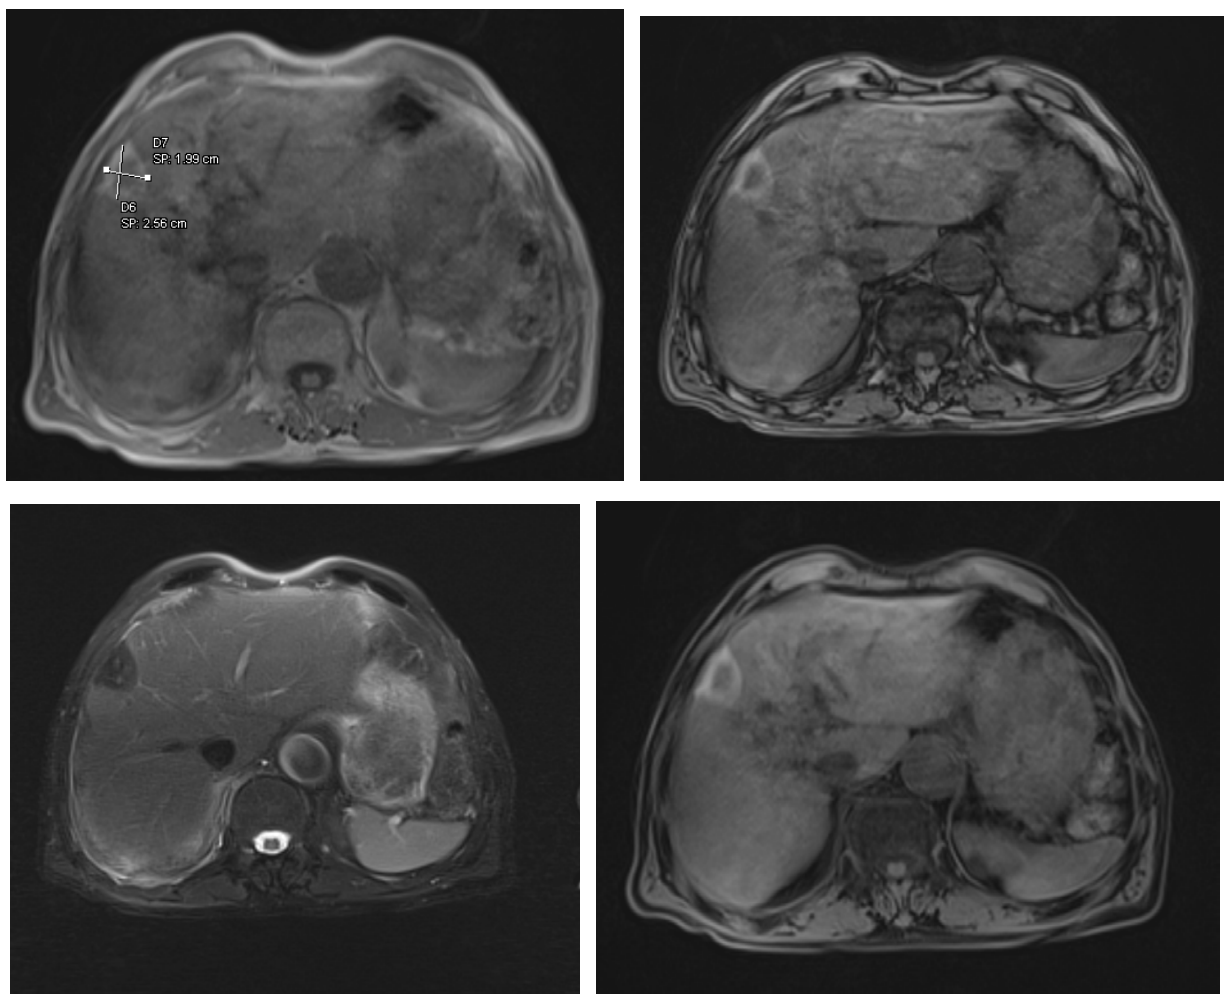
IRM hépatique d'un CHC montrant une bonne réponse thérapeutique avec nécrose hémorragique du segment VIII
